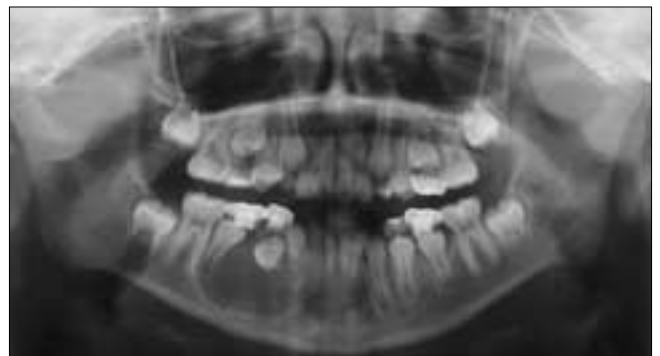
34 months after marsupialization (31 months after mesiodens extraction), the position of left maxillary lateral incisor (white arrow) has been improved compared to previous radiograph (Fig. 4).
